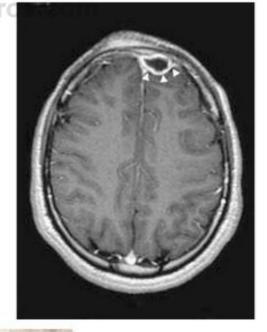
5 Absceso epidural asociado con enfermedad del seno frontal. La RM axial potenciada en T1 después de la administración de gadolinio muestra acumulación epidural con realce de una gruesa cápsula próxima a la superficie interior del hueso frontal (puntas de flecha) con edema del tejido blando adyacente.
